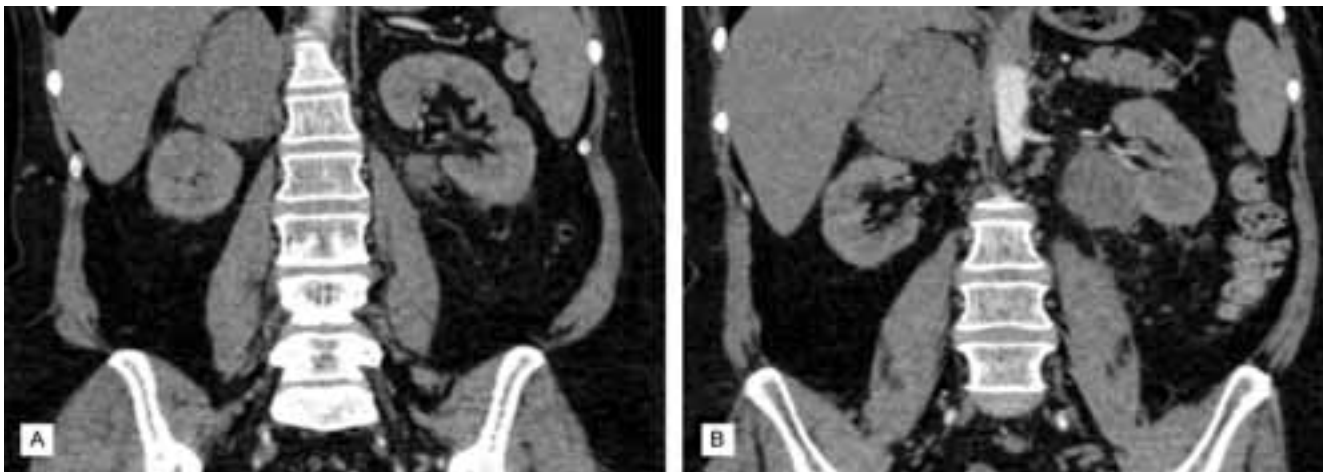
Tomografía abdominopélvica con contraste intravenoso, corte coronal. A) Un tumor de 97 × 99 × 68 mm deforma la glándula suprarrenal derecha, la cual desplaza al riñón derecho. B) Tumor infrahiliar izquierdo de 61 × 58 × 57 mm, sin evidencia de invasión a riñón
